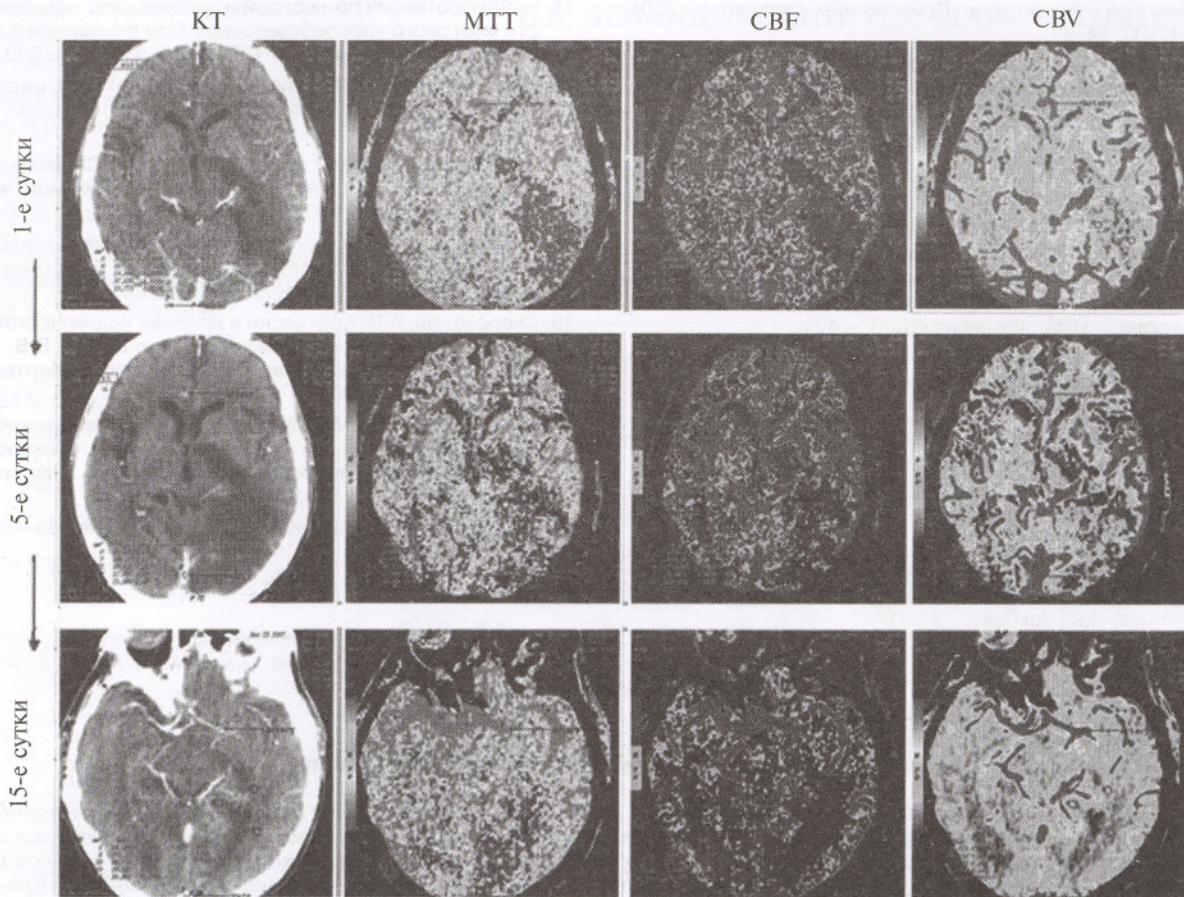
Перфузионная КТ в контроле эффективности медикаментозного лечения (кортексин)
